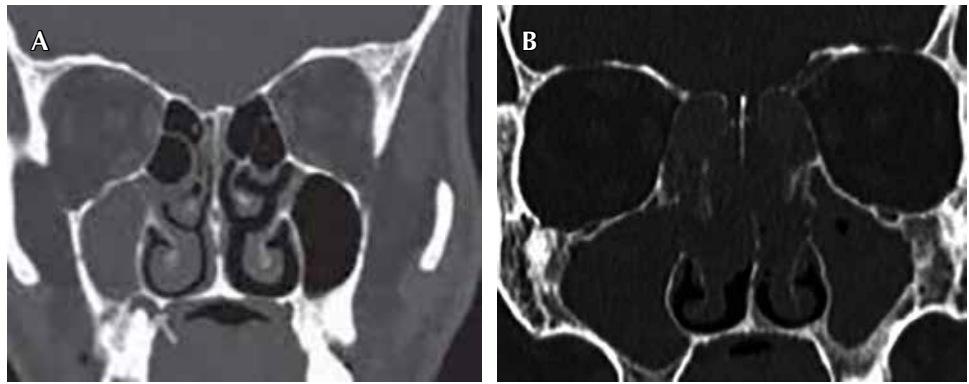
Tomografía computarizada de haz cónico de senos paranasales, cortes coronales. Se observan senos maxilares delimitados, con compromiso hemilateral del seno maxilar, complejos osteomeatales no permeables. Propiedad: FOUBA.
